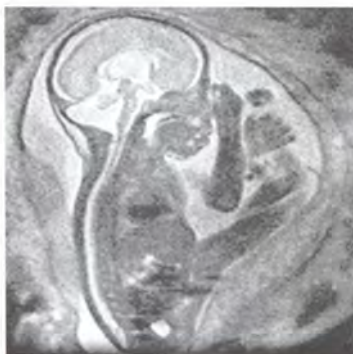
Беременность 22-23 нед. МРТ. Мальформация Dandi-Walker. Умеренная вентрикуломегалия. T2-ВИ — сагиттальный скан
